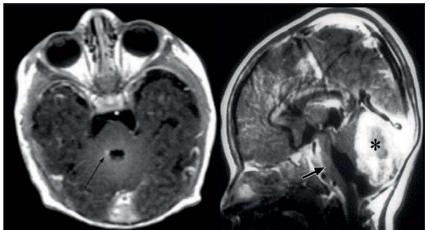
Пацієнт М., віком 1 рік 4 місяці. КТ головного мозку. Вогнища підвищеної щільності мозкової речовини в проєкції Варолієвого моста та лівої скроневої частки, обумовлені локальним скупченням меланоцитів (клінічно — нейрошкірний меланоманоз). МРТ-ознаки варіанта аномалії Денді—Вокера
